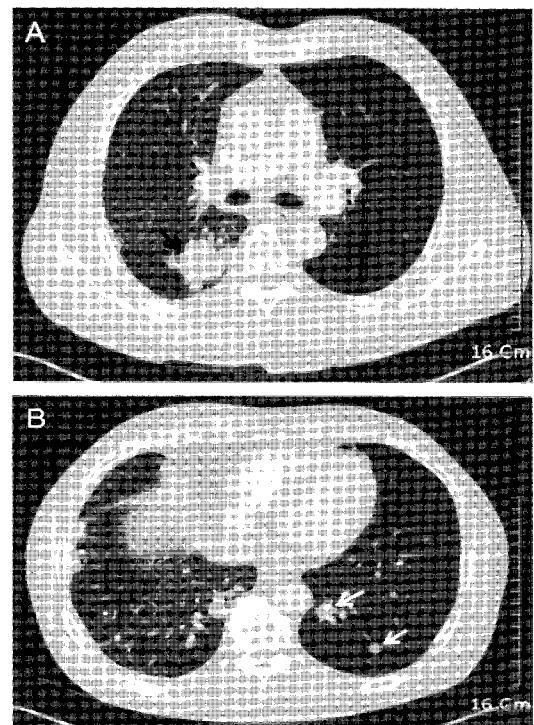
Chest CT reveals a lung cancer (A, black arrow) with additional nodules in the contralateral lung (B, white arrows).
